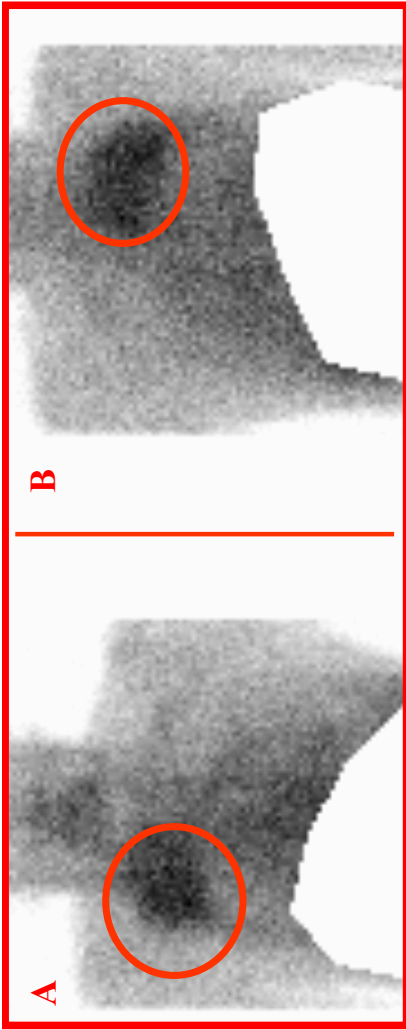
Paciente de 64 años, sexo masculino portador de cáncer de pulmón avanzado. Centellograma con ^{99m}Tc -Glucarato, proyección AP (A) y PA (B) y SPECT, vistas frontal (C), sagital (D) y transversal (E). Los círculos y las flechas marcan el sitio de la lesión
